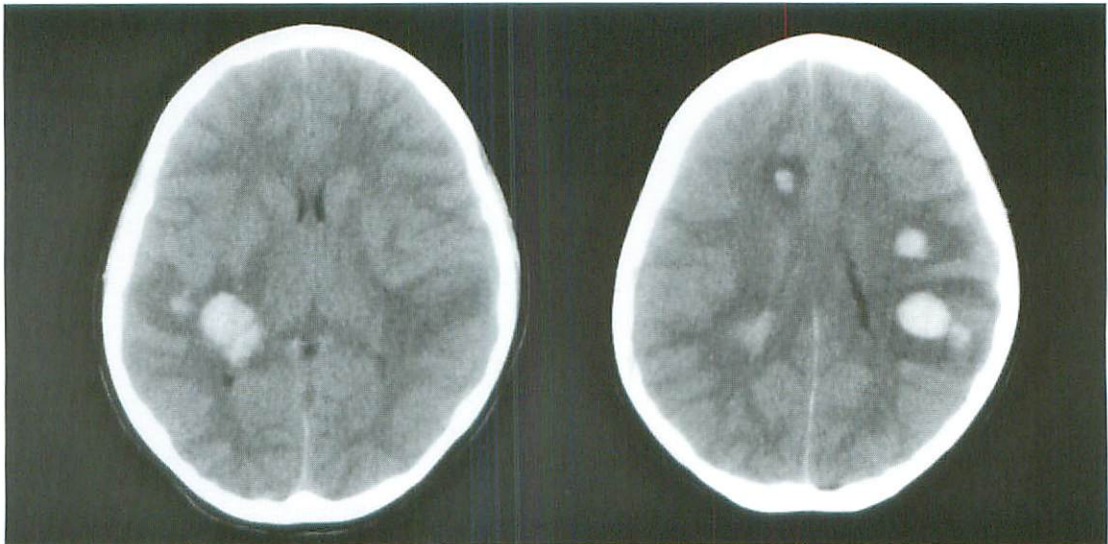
Plain CT scan of the patient's head taken on admission, showing bilateral multiple hemorrhages.
